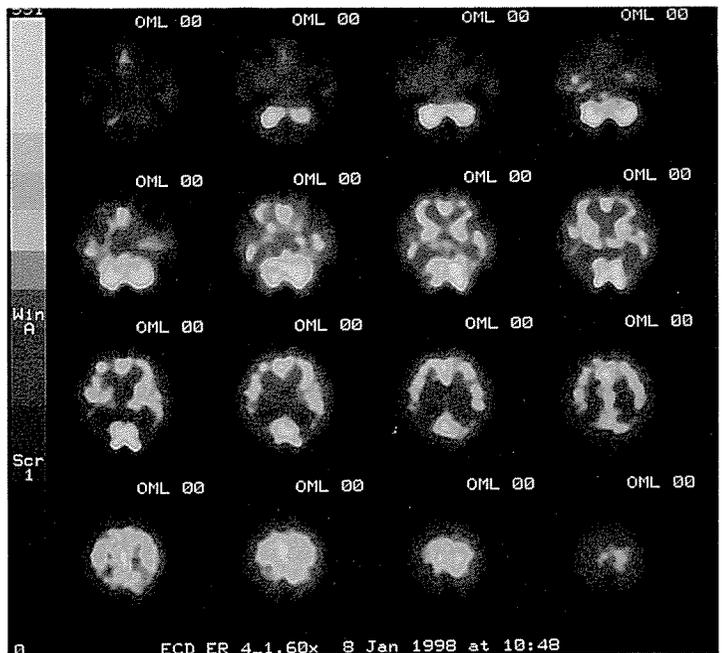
b MM の SPECT 画像 両側頭頂後頭葉のアイソトープの取り込み低下がみられた
